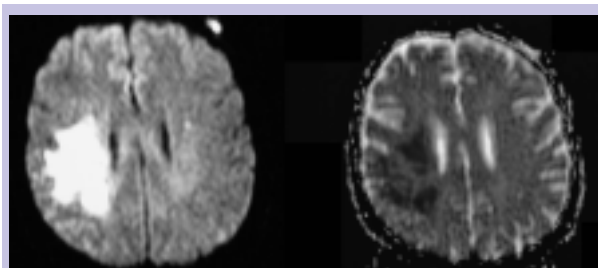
Enfarte recente em território da ACM direita, com hipersinal na DWI e hipossinal no mapa de ADC.
